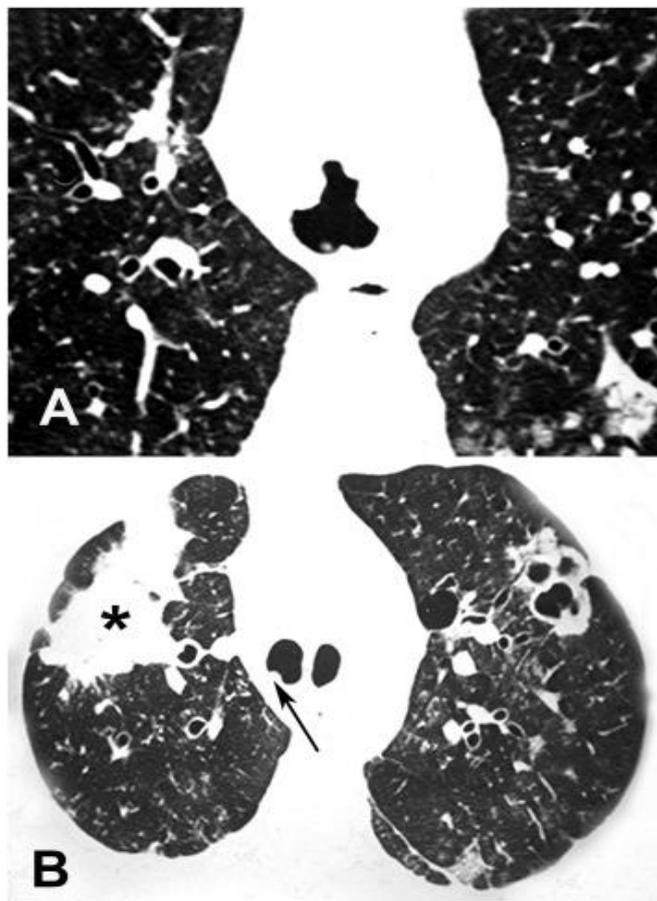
Un patient de 18 ans atteint de PRR. A : une TDM en coupe axiale obtenue avec une fenêtre pulmonaire au niveau de la carène montre un rétrécissement des voies respiratoires causé par des lésions végétales nodulaires. B : TDM en coupe axiale obtenue avec une fenêtre au niveau des régions supérieures du poumon montre une masse solide mal définie avec des marges irrégulières dans le lobe supérieur droit (astérisque), correspondant à un carcinome à cellules squameuses. Notez également des lésions confluentes cavitaires dans le lobe supérieur gauche et un petit papillome dans la bronche principale droite (flèche).
